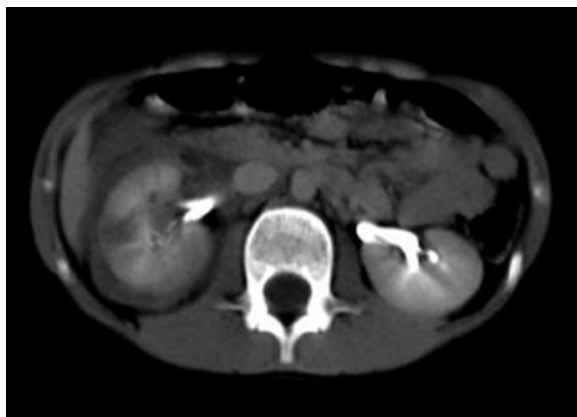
CT. S.F. 16 years old boy fell onto desk at school. Kidneys parenchyma rupture with subcapsular haematoma and urine leaking visible in delayed (10 min.) scans. CT scans before and after contrast i.v. administration.
